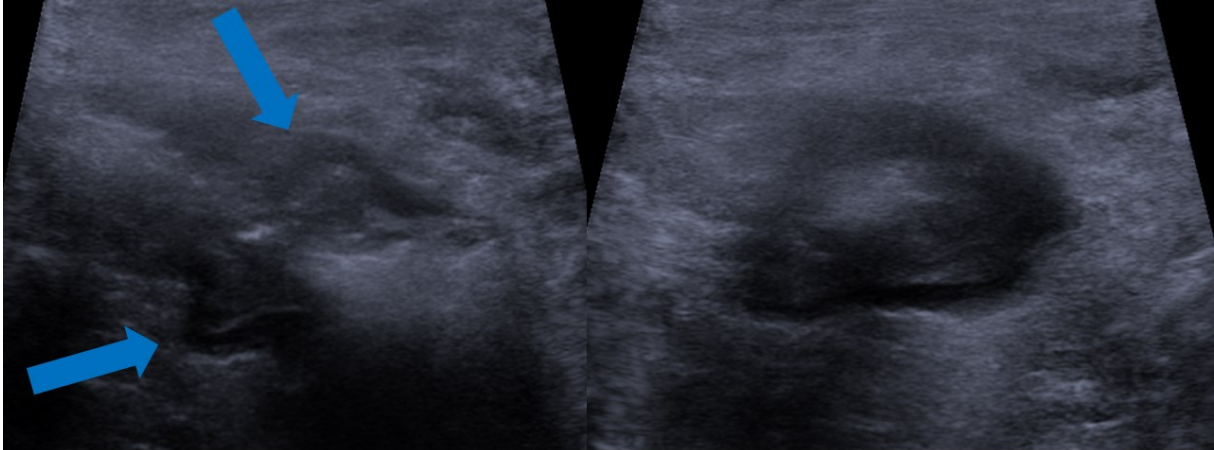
Sonographie des Colon sigmoideum bei unkomplizierter Sigmadivertikulitis, CDD 1a. Rechtes Bild: Colon sigmoideum im Längsschnitt, Blaue Pfeile markieren Divertikel. Linkes Bild: Colon sigmoideum im Querschnitt. Deutliche Wandverdickung. Bildnachweis: Uniklinik RWTH Aachen, Klinik für Diagnostische und Interventionelle Radiologie, mit Genehmigung der Klinikdirektorin Prof. Dr. C. Kuhl.
